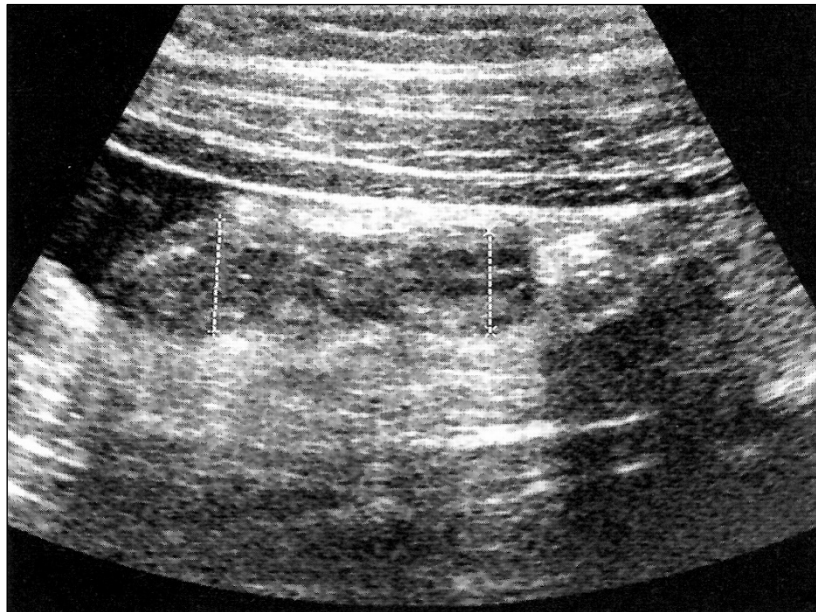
Sonographischer Befund einer akuten Appendizitis [3]
